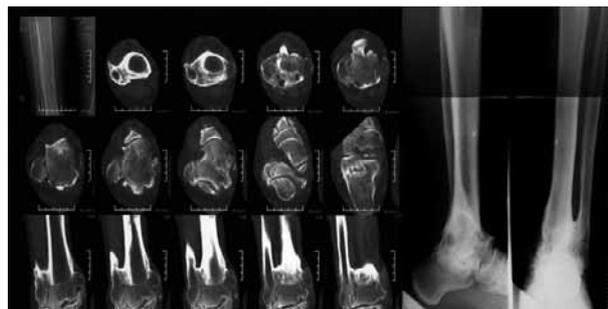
КТ и рентгенограммы голени и голеностопного сустава через 17 лет после лечения
